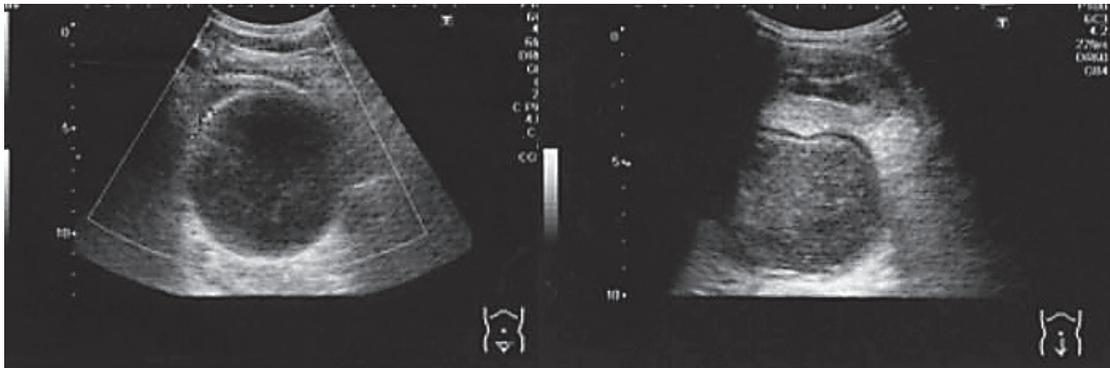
腹部超音波断層検査(左:軸位断 右:矢状断).
